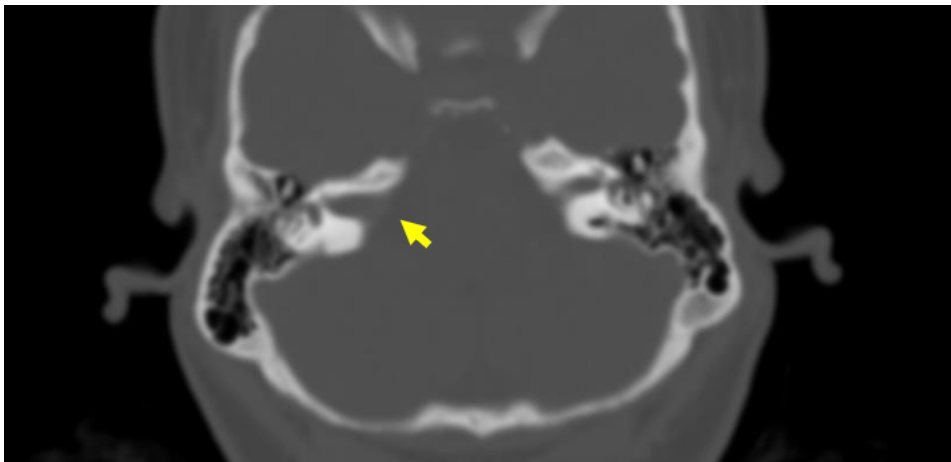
Immagine TC di NA destro, con il tipico slargamento del CUI dato dalla neoformazione (casistica Azienda Ospedale-Università di Padova)
